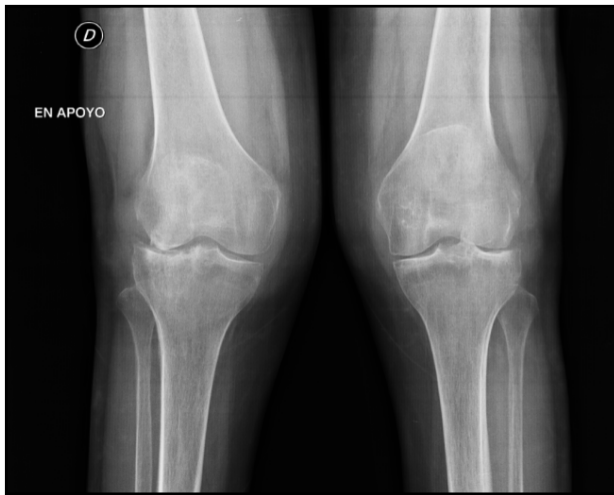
Radiografía anteroposterior de ambas rodillas que muestra genu valgo bilateral secundario a artrosis.
